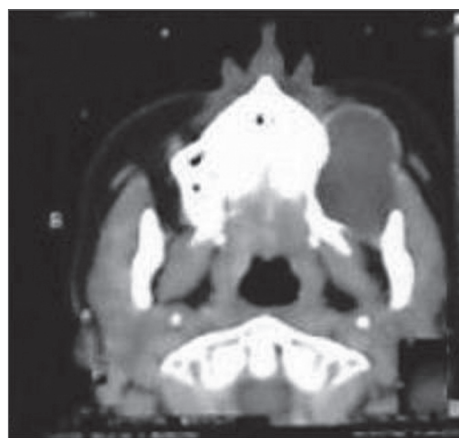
Tomografia computadorizada evidenciando cisto ósseo em maxila esquerda.
